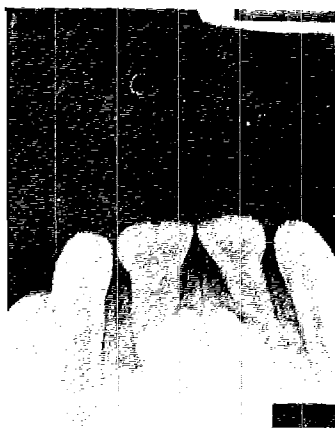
Radiograph of the fused tooth  $\overline{ba}$ .
